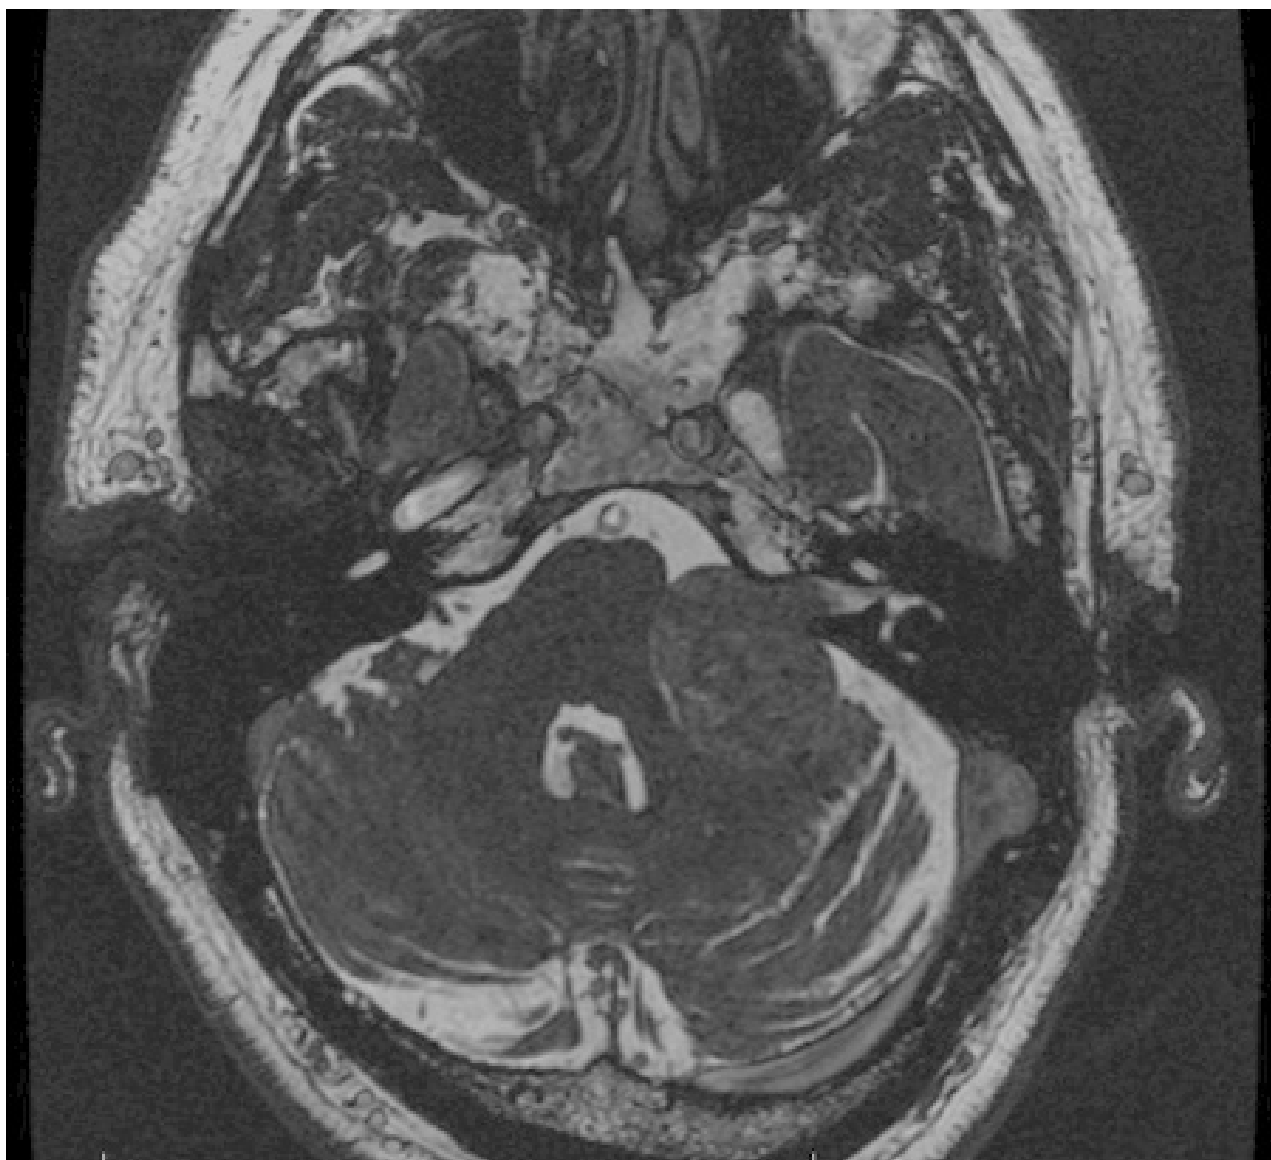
Neuroma acústico, como observado na ressonância nuclear magnética (RNM)
